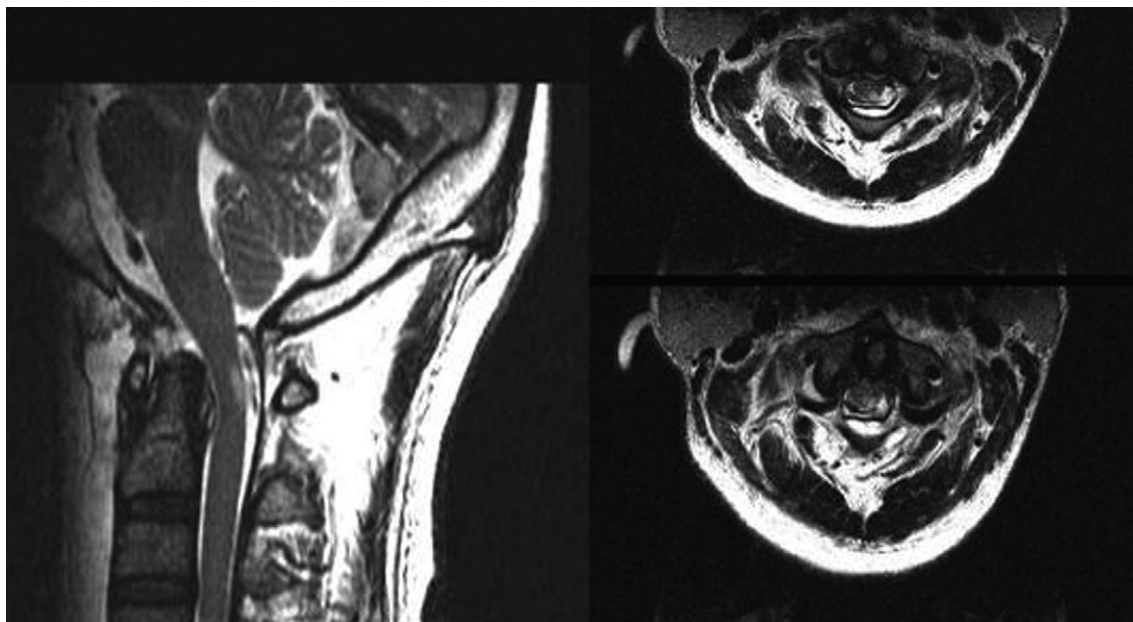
Sagittal and axial MRI shows high signal intensity in spinal cord.
